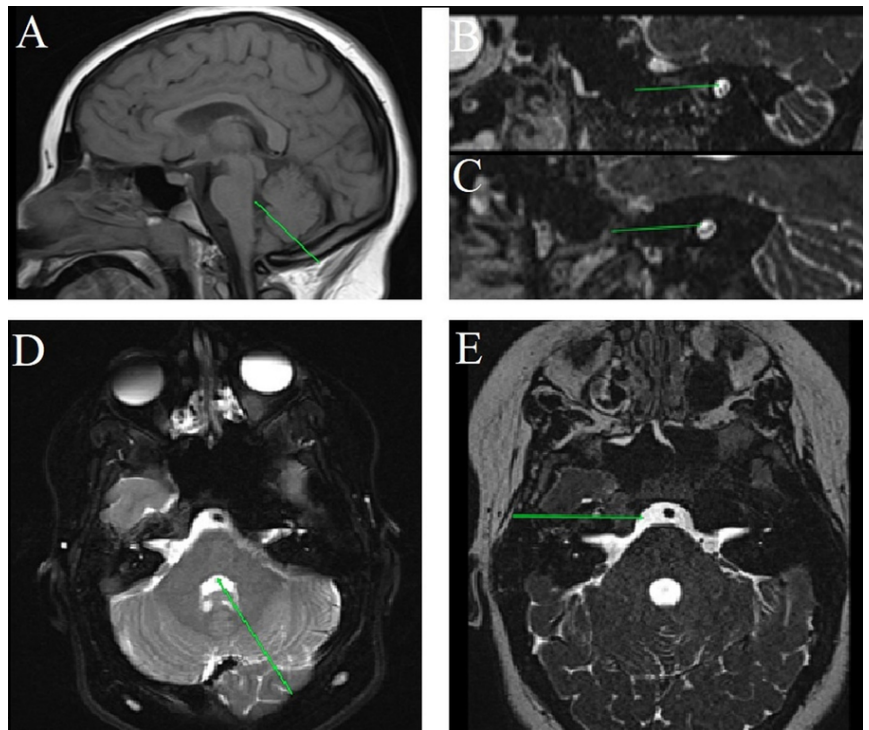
Em A, RM no corte sagital na sequência T1 demonstrando retificação da face posterior da ponte retificada (seta verde). RM no corte sagital na sequência SPACE oblíqua perpendicular ao conduto auditivo interno evidenciando a ausência do nervo facial direito (B) e do nervo facial esquerdo (C) (setas verdes). Em D, RM no corte axial na sequência T2 demonstrando ausência dos colículos faciais (seta verde). Em E, RM no corte axial na sequência SPACE evidenciando a ausência dos nervos abducentes (seta verde).
